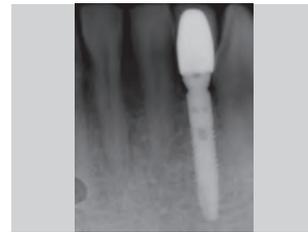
Radiografía periapical del implante y el pilar.
